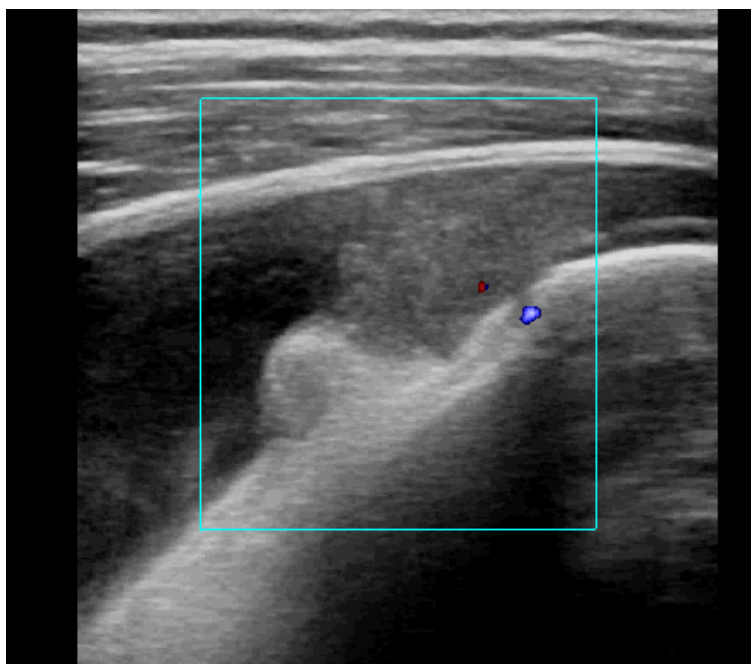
Moderate vascularity revealed by the power Doppler mapping of the synovial membrane and villous proliferations
